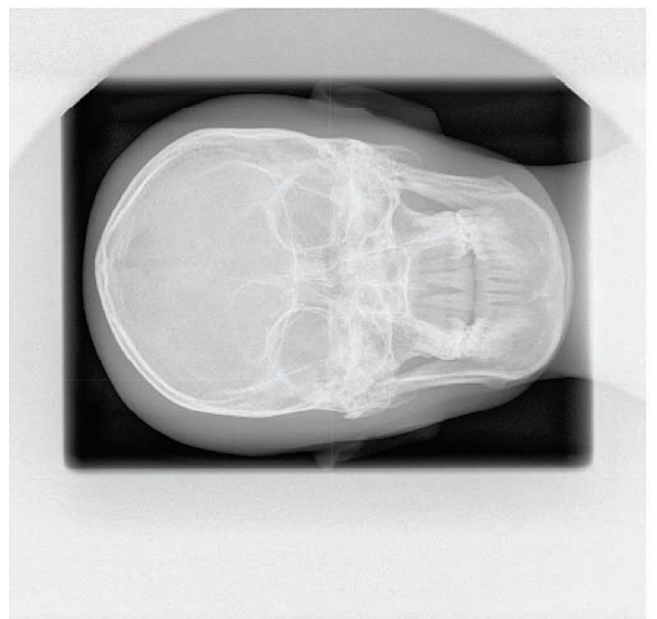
X線コリメータを用いてX線照射範囲を絞った画像の例(頭部ファントム)。
